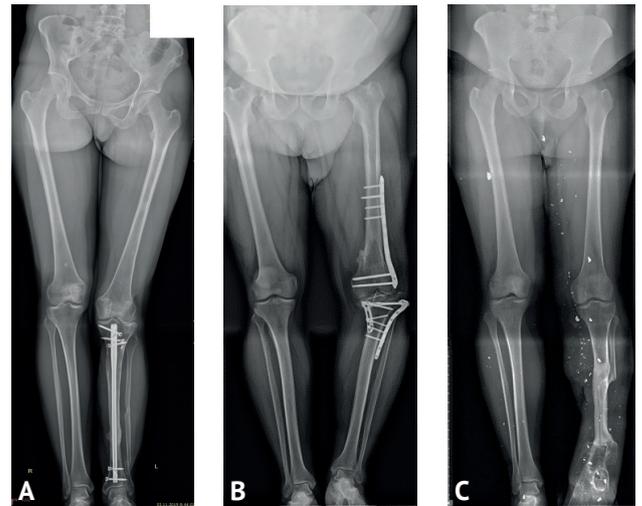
Типичные примеры (рентгенограммы) пациентов с посттравматическими укорочениями нижних конечностей, характеризующиеся наличием неудаленных имплантатов и многокомпонентными деформациями на уровне ранее выполненных операций (A, B) и осколков ранящих снарядов (C)
